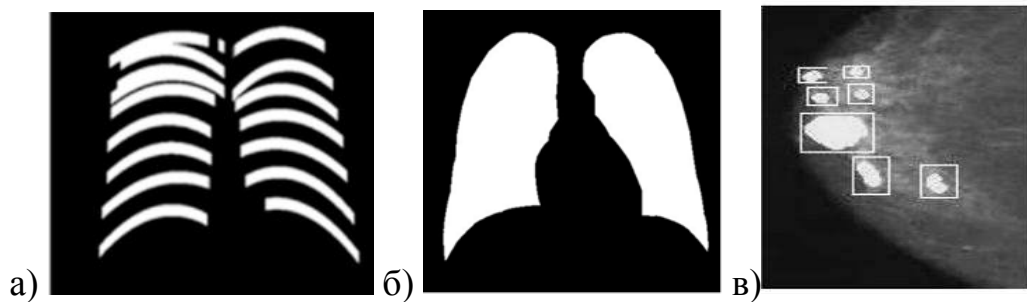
Примеры масок прозрачности, определяемых на первом этапе классификации изображения рентгеновского снимка
